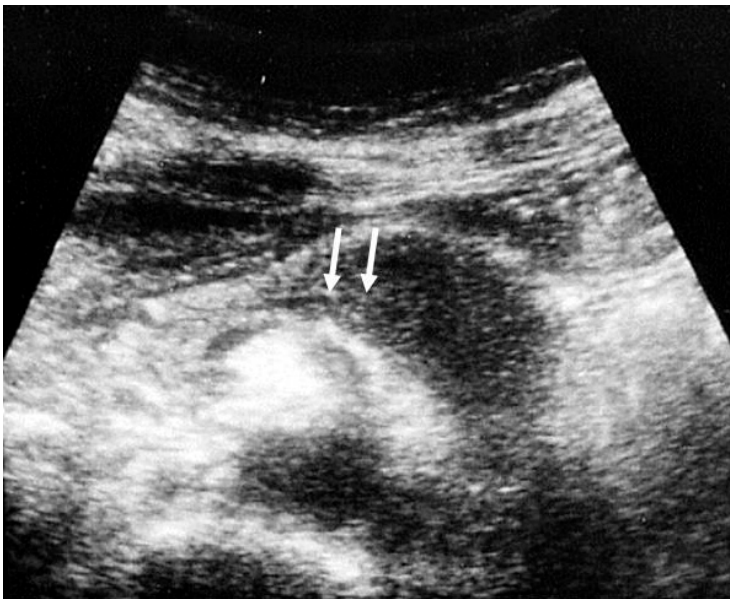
自己免疫性膵炎の超音波像（限局型）。体部に境界が比較的明瞭な低エコー腫瘤像を認める。主膵管(矢印)が腫瘤内部まで観察できる。
